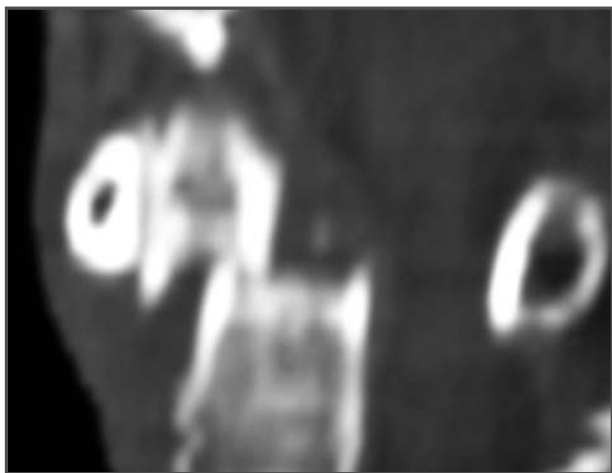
TC de la odontoides.
